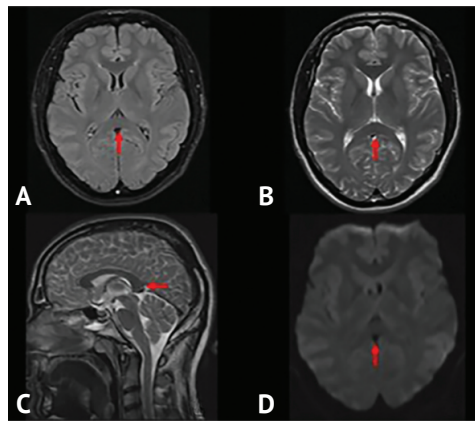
Пациент Р. 29 лет. Магнитно-резонансная томография головного мозга от 22.02.2024 года
